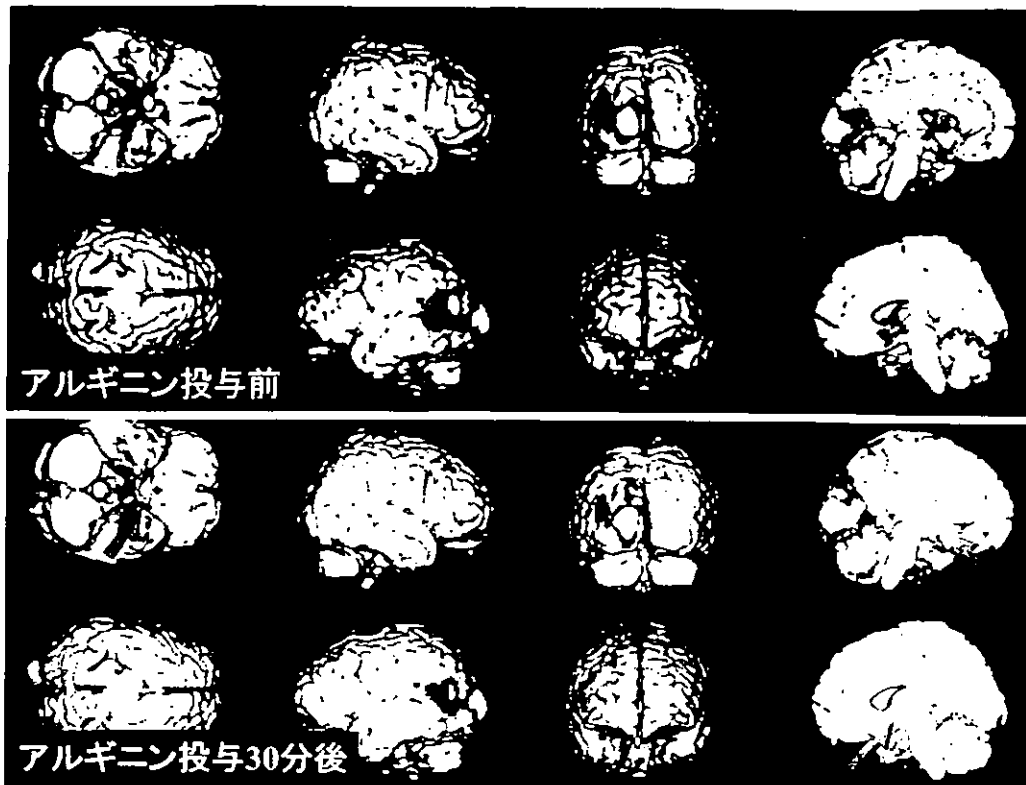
L-アルギニン投与前後のSPM-SPECT画像
